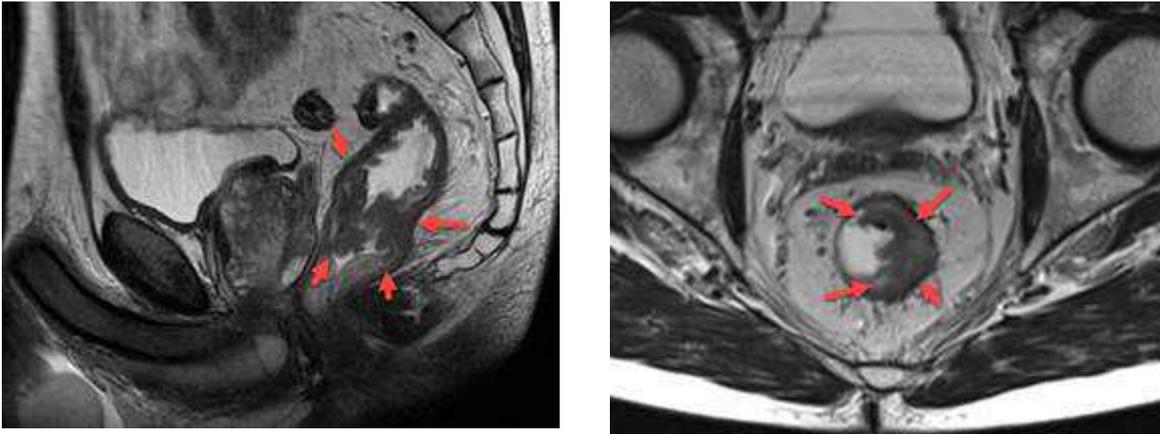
MRT eines Rektumkarzinoms im mittleren Drittel cT3 N+ M0 CRM- EMVI+ G2
